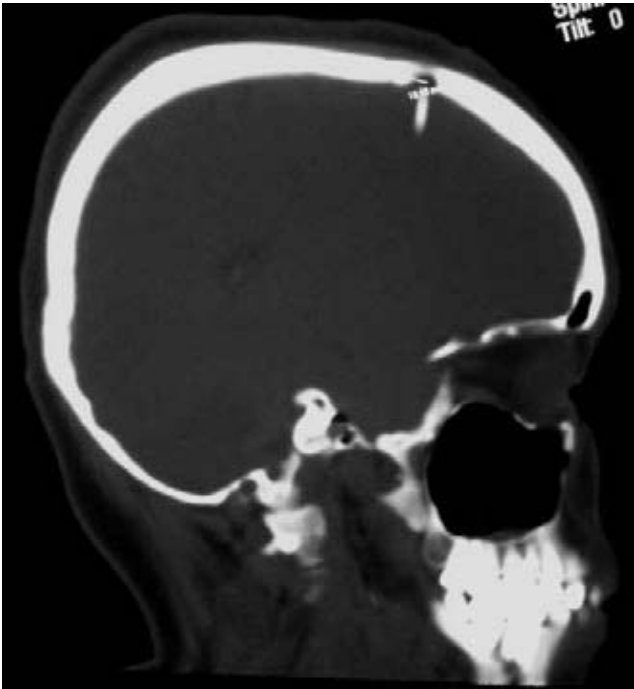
Corte sagital de la tomografía simple de cráneo: se selecciona un corte sagital que pase justo al centro de la craneostomía frontal y se mide la distancia desde su punto medio a la sutura coronal.
